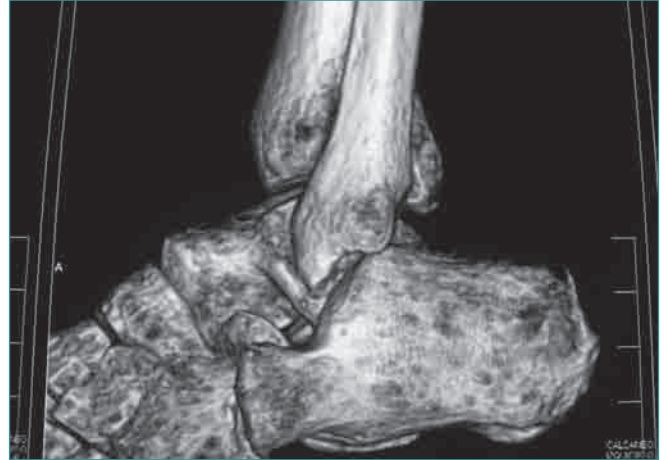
La TAC nos muestra el fragmento talámico lateral luxado bajo el maléolo peroneo.
